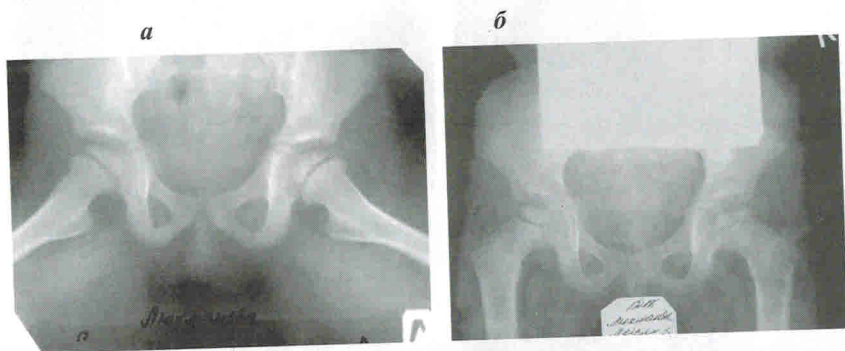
Рентгенограммы тазобедренных суставов больной Л., 3 лет. Диагноз: болезнь Легга–Кальве–Пертеса слева, III стадия заболевания (а – прямая проекция; б – проекция по Лауенштейну)
